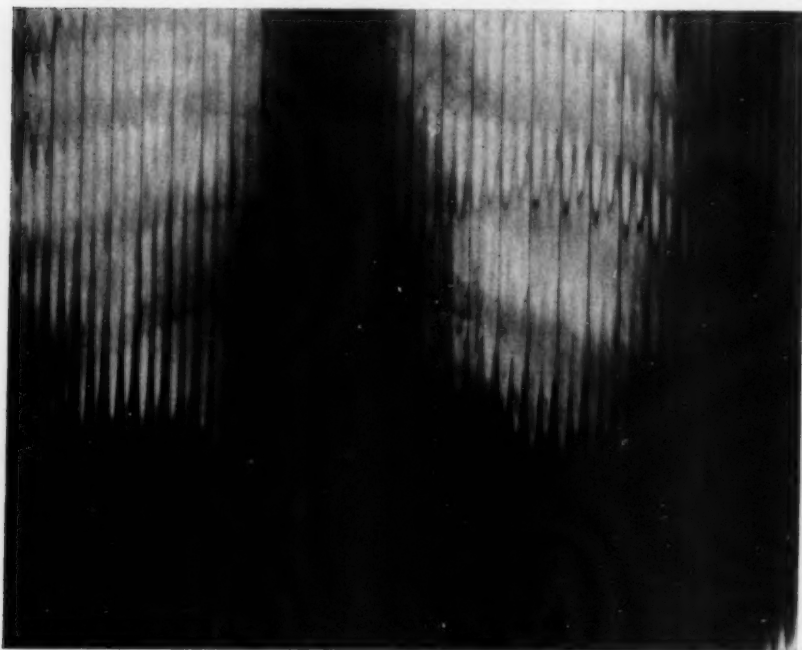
Atmungskymogramm der Zwerchfelle bei einer Kranken mit Relaxatio diaphragmatis nach Röntgenbehandlung eines mediastinalen Lymphogranuloms. Es verlaufen die Bewegungskurven des hochstehenden Zwerchfelles links gleichsinnig und gleichseitig mit den Bewegungen des Zwerchfelles rechts.
